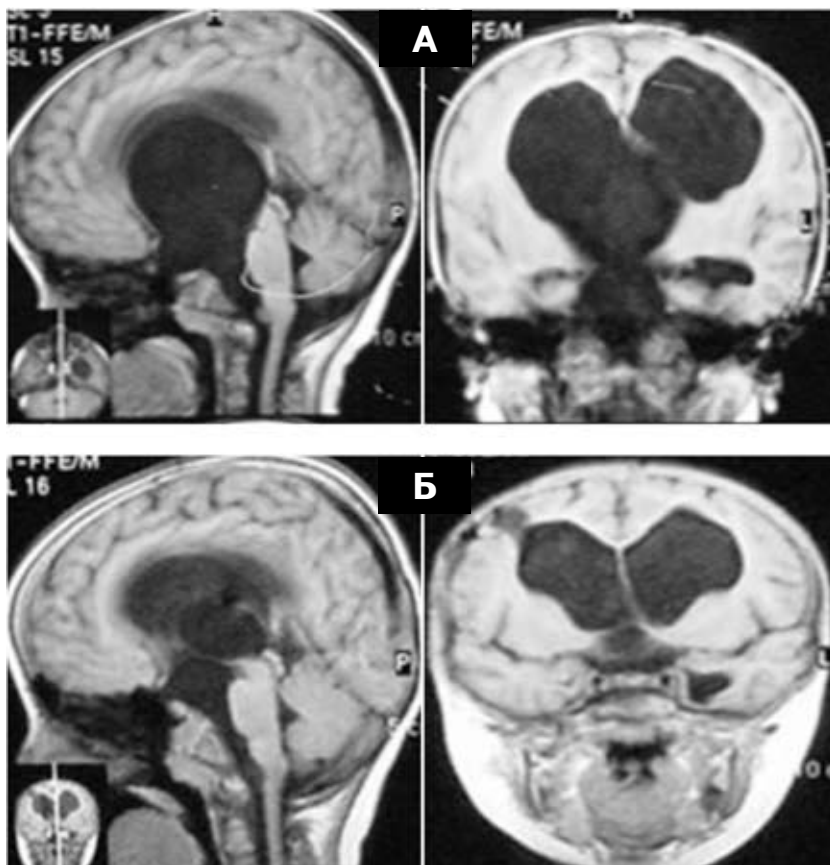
МРТ ребенка Г., 8 лет. Супраселлярная арахноидальная киста, распространяющаяся в III желудочек, с возникновением окклюзионной гидроцефалии (А — до операции, Б — после резекции стенки кисты).
